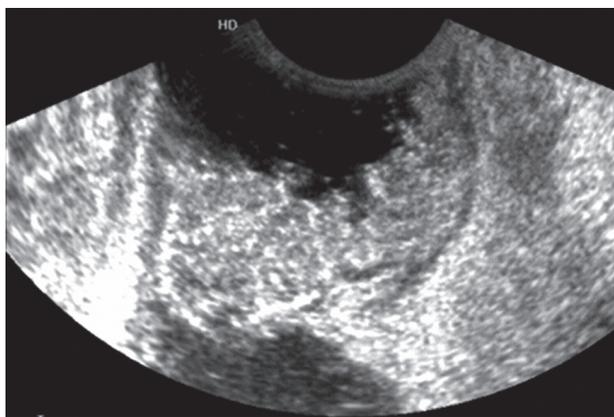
РПК T1N0M0 (ТРУЗИ)
